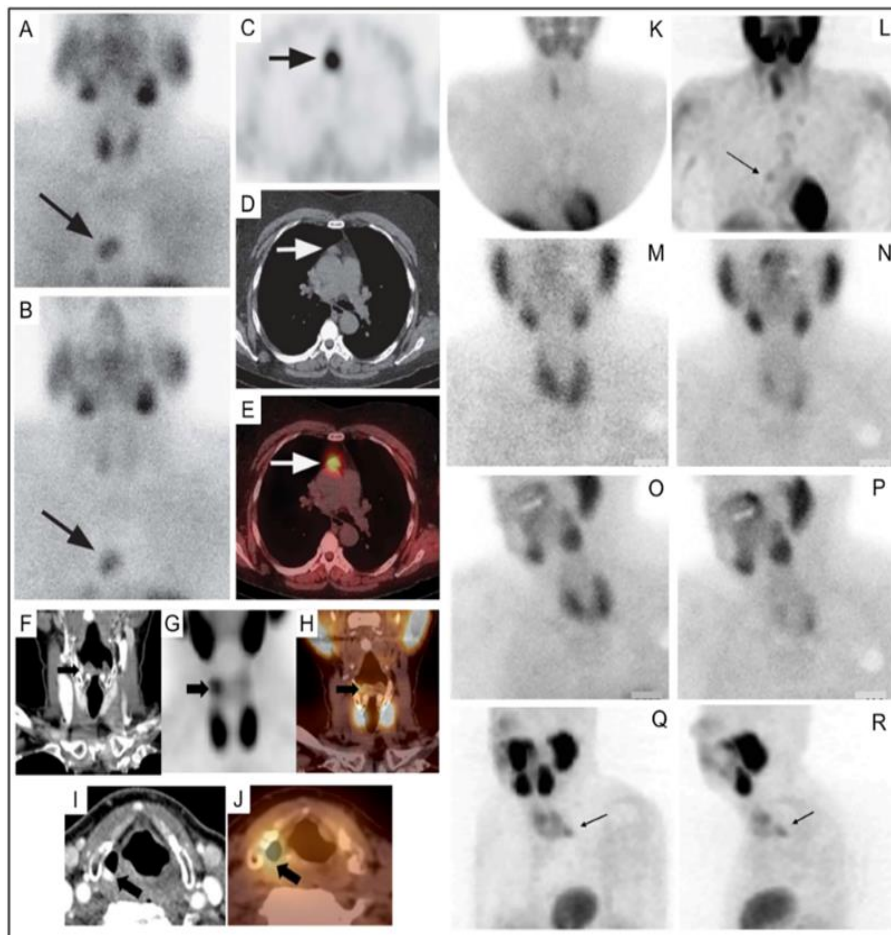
Scintigraphie planaire d'un adénome ectopique (A) 20min et (B) tardif 2h. La TEMP/TDM au ^{99m}Tc -sestamibi peut aider à la localisation anatomique et est particulièrement utile pour les adénomes parathyroïdiens ectopiques. TEMP/TDM au ^{99m}Tc -sestamibi d'un adénome parathyroïdien médiastinale sur TEMP axiale [(C)-flèche noire], TDM axiale [(D)-flèche blanche] et TEMP/TDM axiale fusionnée [(E)-flèche blanche]. TEMP/TDM au ^{99m}Tc -sestamibi d'un adénome ectopique dans une position particulièrement rare près du sinus piriforme droit sur la TDM avec contraste coronale [(F)-flèche noire], la TEMP coronale [(G)-flèche noire], la TEMP/TDM fusionnée coronale [(H)-flèche noire], la TDM C+ axiale [(I)-flèche noire], la TEMP/TDM fusionnée axiale [(J)-flèche noire]. L'imagerie TEMP peut également être utile lorsque l'imagerie planaire est négative (K, M, N) comme dans (L) montrant un adénome médiastinal (flèche) adjacent au bord cardiaque. Un autre adénome derrière le lobe gauche de la thyroïde n'a pas été identifié sur les images planaires antérieures précoces au ^{99m}Tc -sestamibi (M), au ^{99m}Tc -sestamibi retardé (N), ou sur les images planes obliques (O, P), mais a été identifié sur la TEMP [(Q, R), flèches]. [58]
